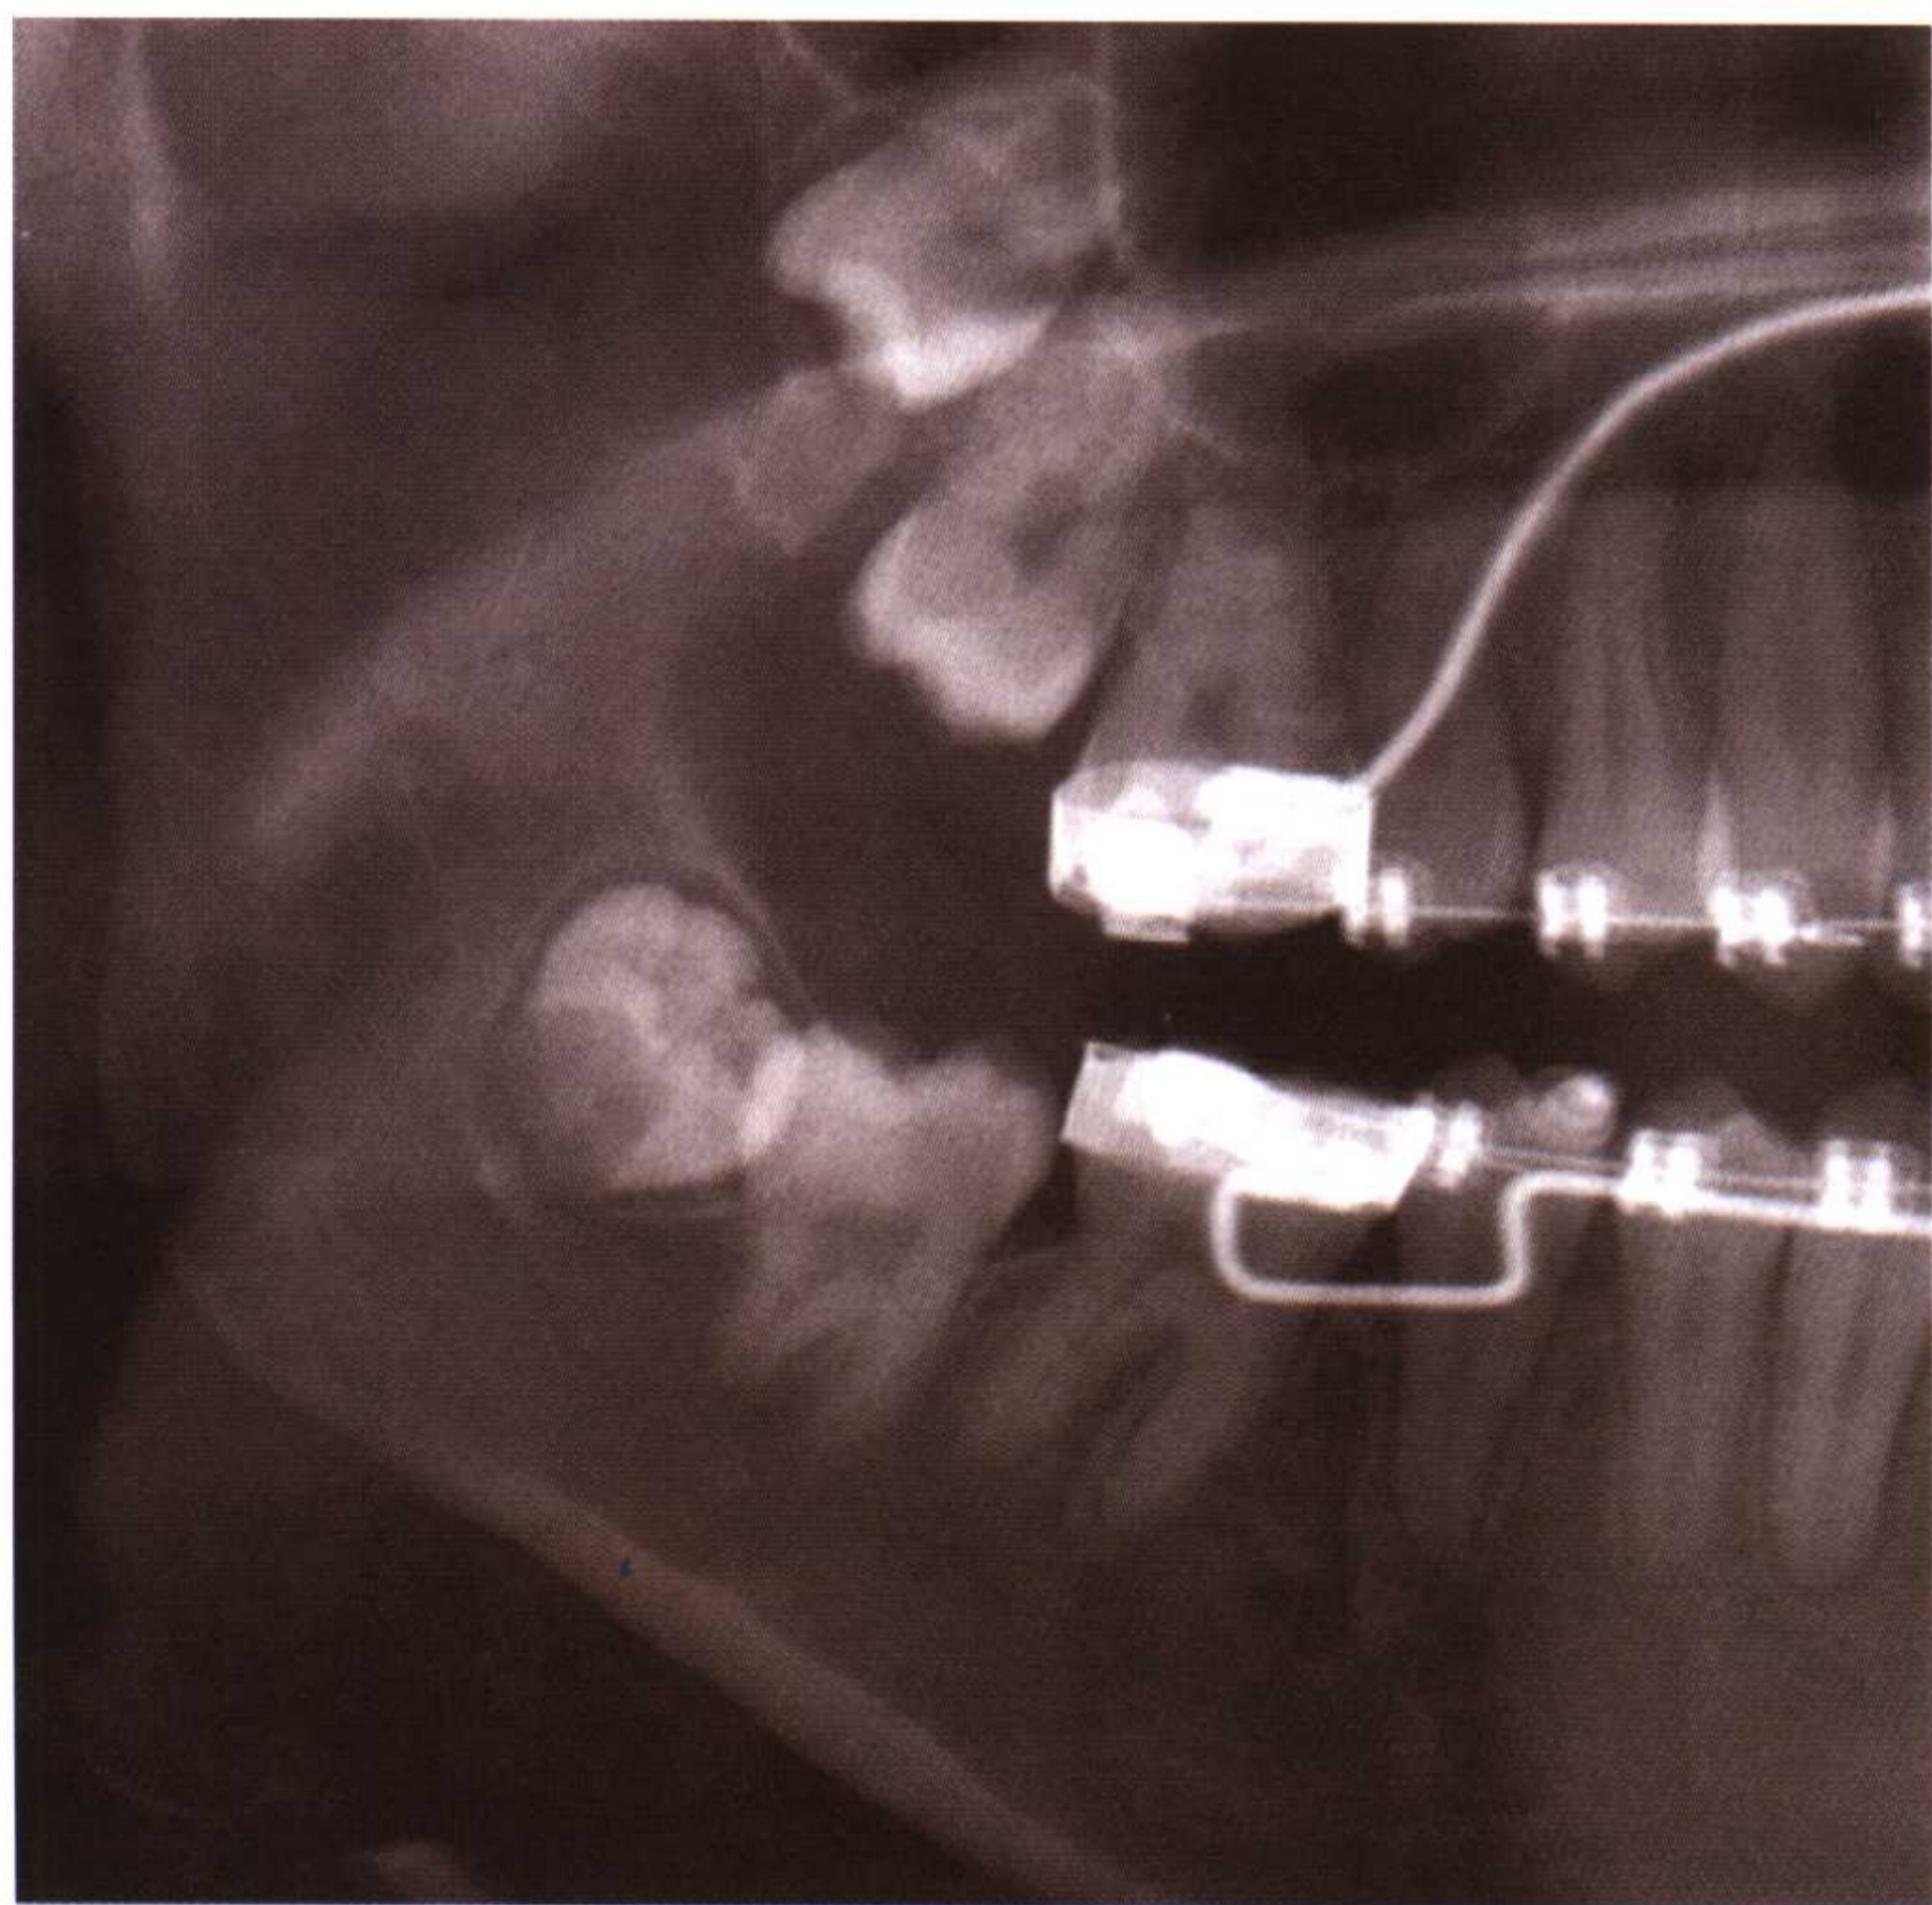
该X线片中显示的右下颌第三磨牙的殆面表明该牙胚横向生长。但从这张X线片上无法判断其倾斜的准确方向
